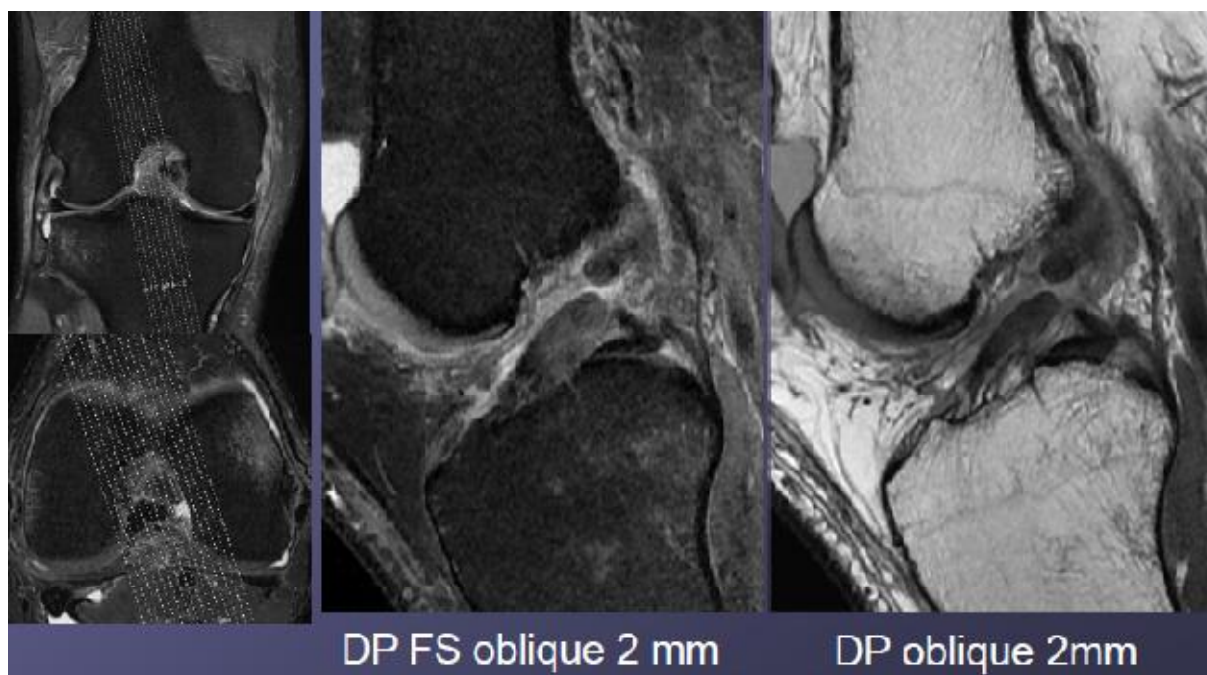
aspect en Baïonnette du LCA sur l'IRM [13]
